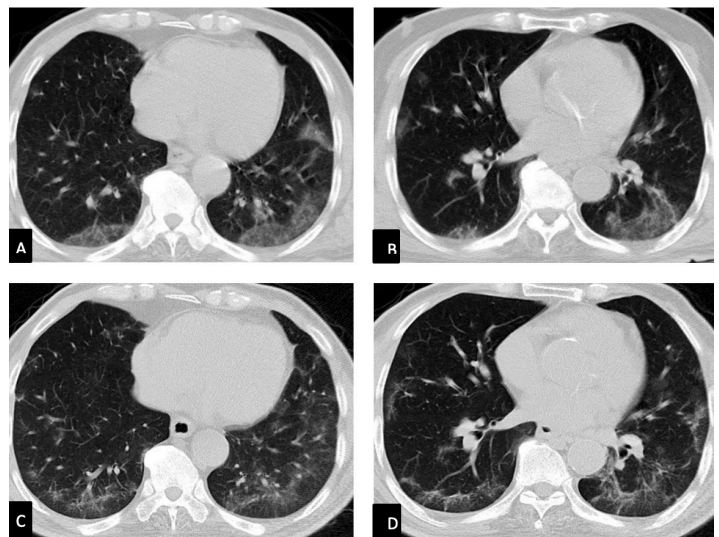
In the patient in the FVP group, pre-treatment thorax CT (total score = 13), bilateral peripheral ground glass opacities and mild prominence in vascular structures are observed in sections passing through different levels (A, B). Post-treatment images of the same patient (total score = 12) show a decrease in the amount of ground-glass opacity in the same level sections, but the involvement continues. There are also newly developed fibrotic band formations (C, D).
